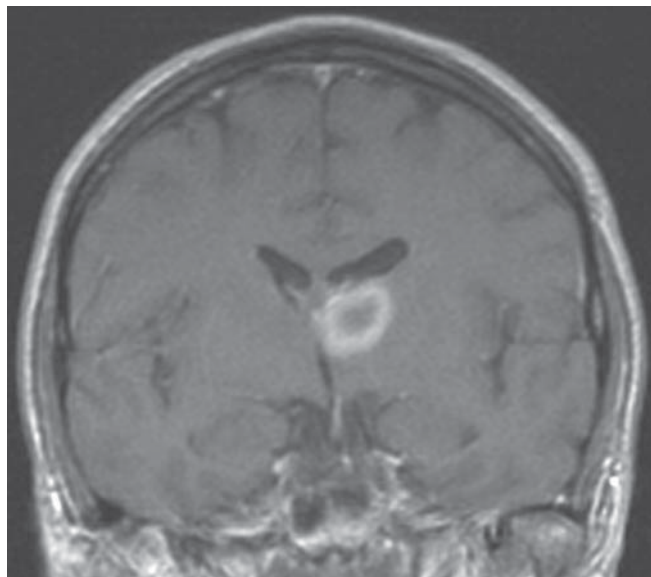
Resonancia magnética con técnica T1 y gadolinio en un paciente con linfoma primario del sistema nervioso central. Nótese la presencia de una masa con captación anular del medio paramagnético y edema en los núcleos de la base en el lado izquierdo.
